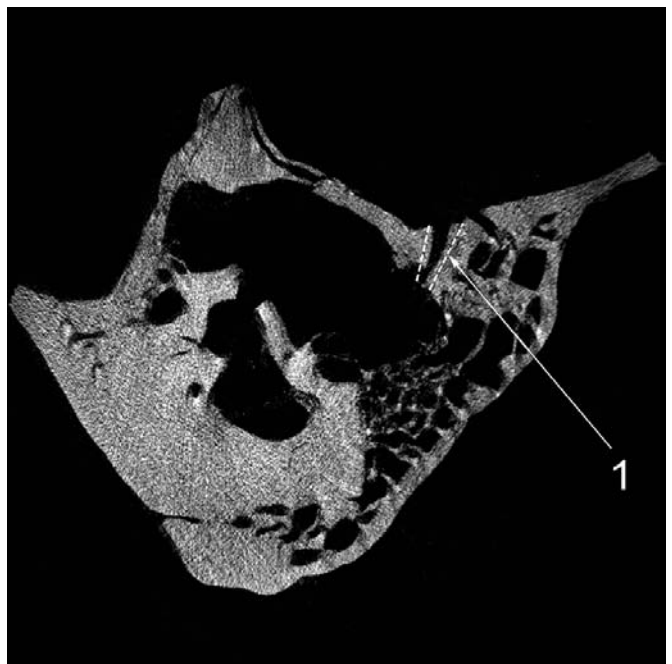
Mikrotomografia kości skroniowej.
